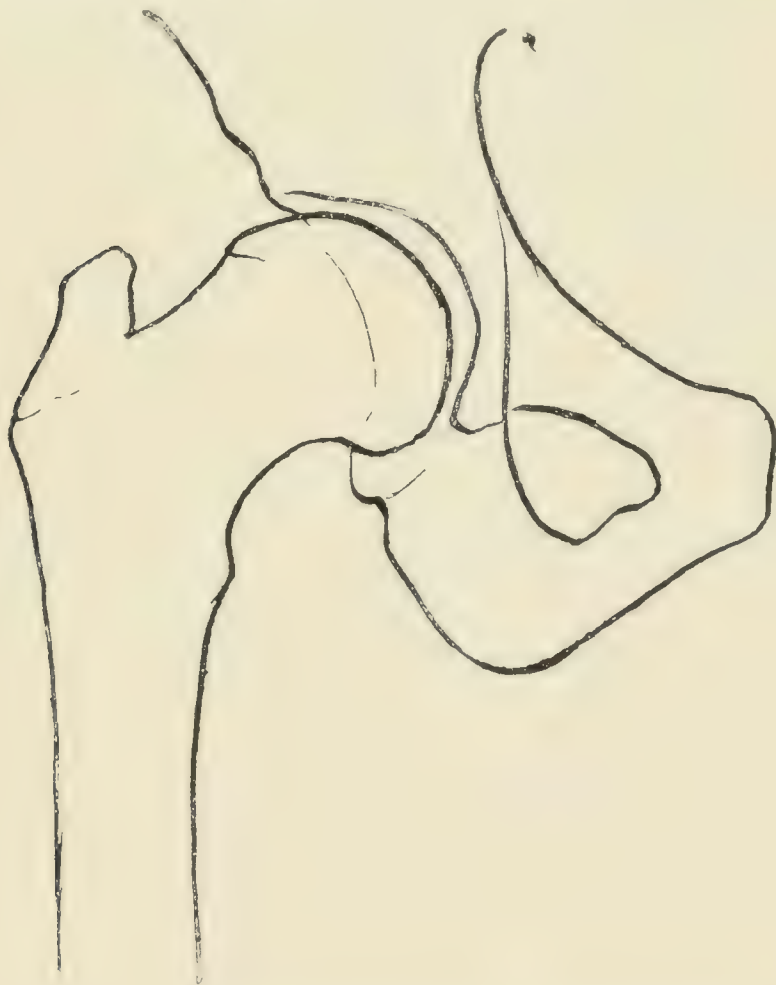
Abklatsch der Radiographie von Fig. 1112.
